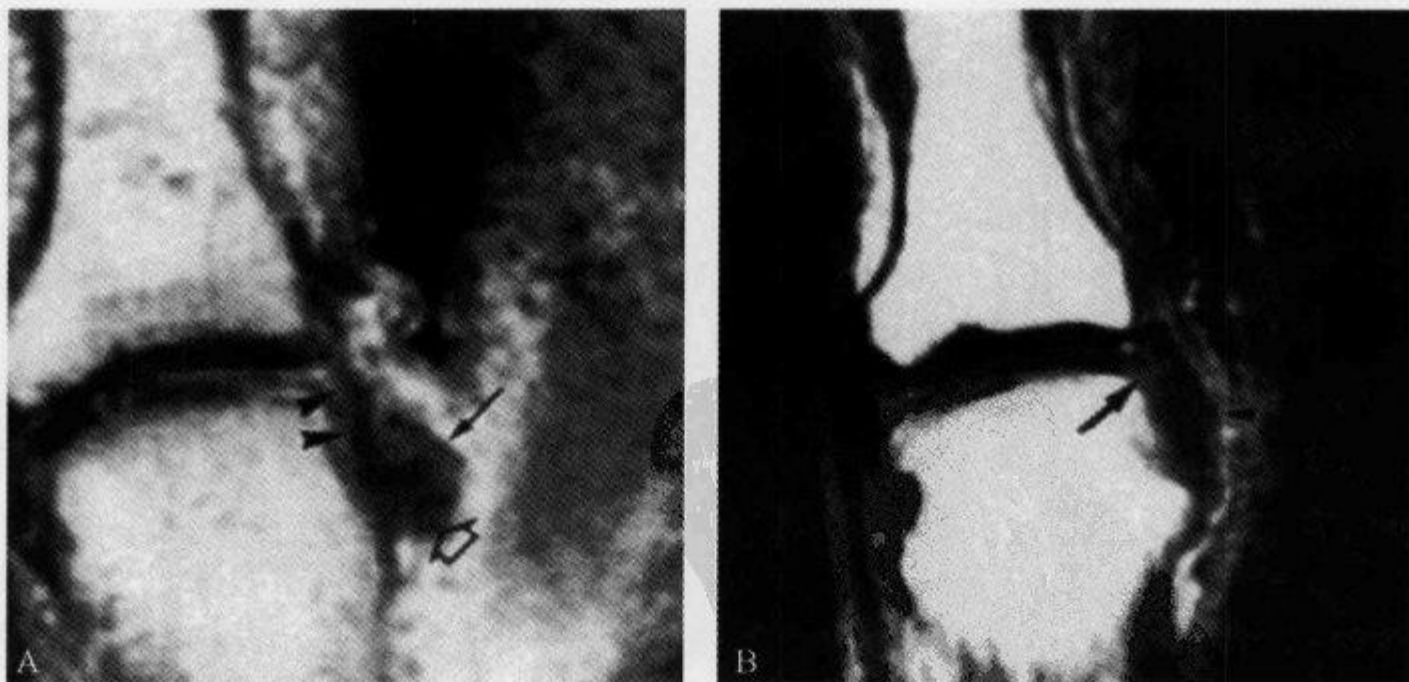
冠状位 MRI 示“绳上溜溜球征”
